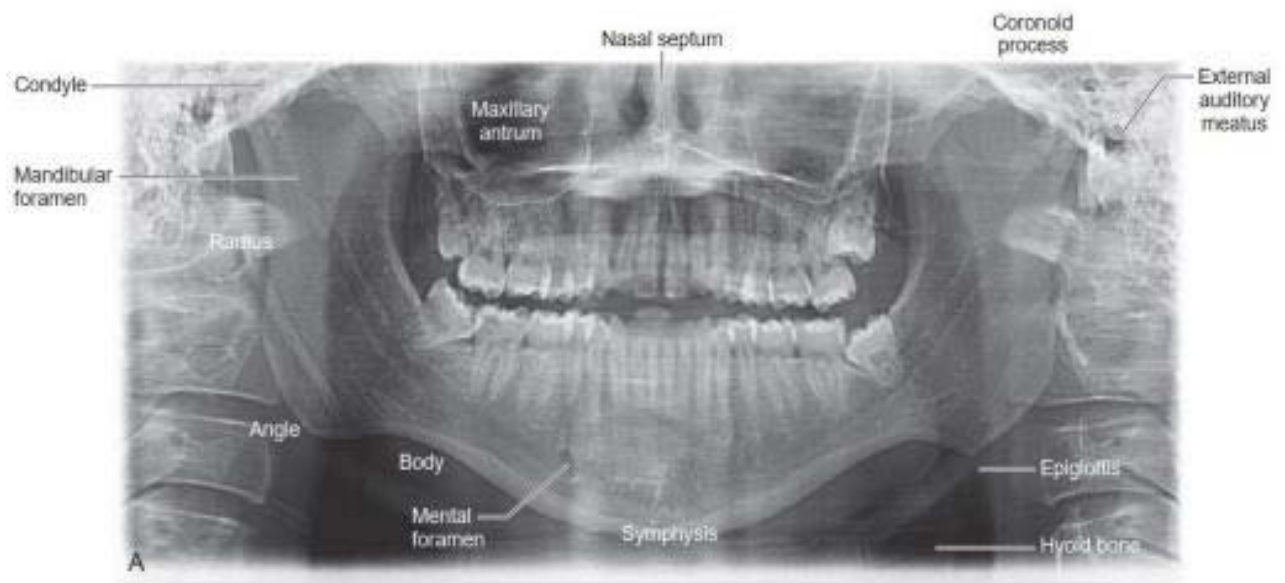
montrant une radiographie panoramique normale (103)
